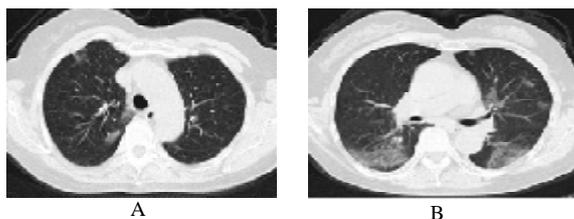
患者女,70岁,发热7d,初诊胸部CT影像示两肺胸膜下多发小斑片状及大片状GGO,同期咽拭子病毒核酸检测阴性
